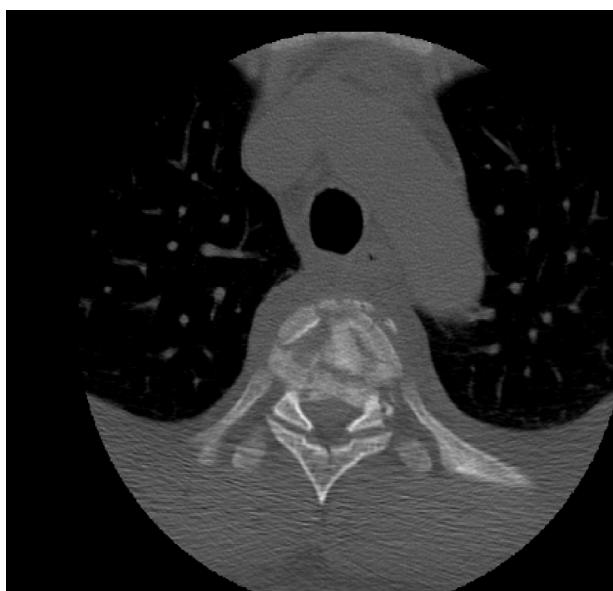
Angiografía por tomografía computarizada de tórax que pone de manifiesto fracturas de T2, T3 y T4 con invasión del canal medular en este último nivel.
